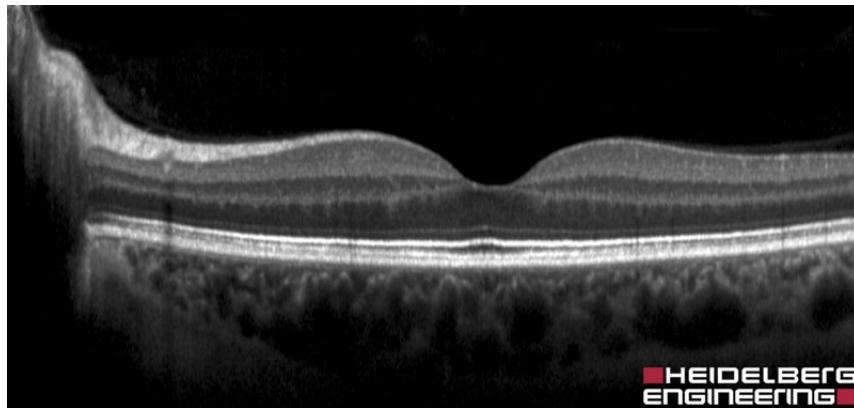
Tomografía de coherencia óptica a retina normal [26].
